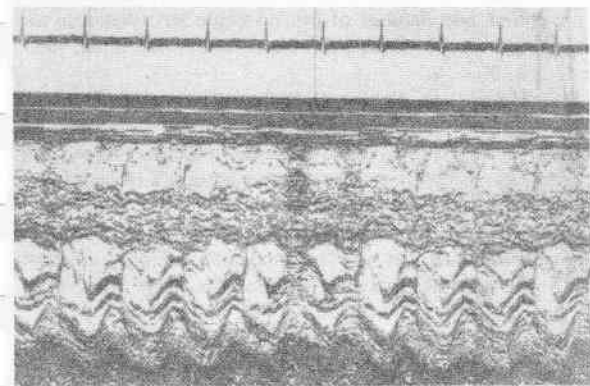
Ecocardiograma del paciente 2. Se observa la marcada hipertrofia septal. El tabique es hipoquinético y hay movimiento sistólico anterior de la válvula mitral indicando obstrucción. Durante la diástole la valva mitral anterior contacta con el tabique.
